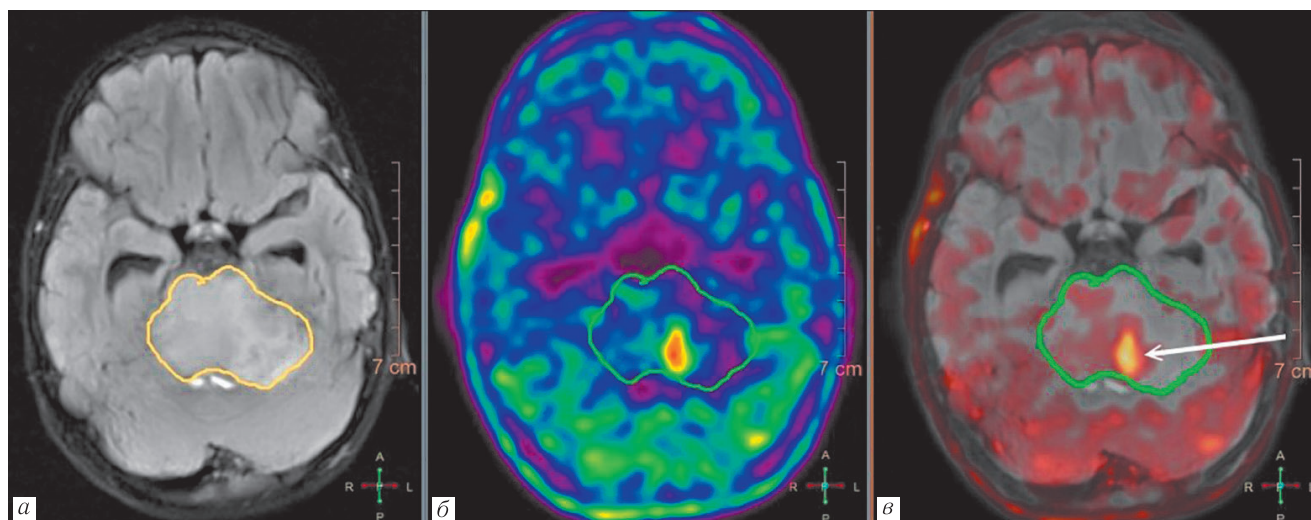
Диффузная глиома моста: *а* — FLAIR-ИП; *б* — ПЭТ; *в* — совмещение FLAIR и ПЭТ. Глиома характеризуется гиперинтенсивным МР-сигналом с диффузным вовлечением всего поперечника моста (желтый контур, *а*).
